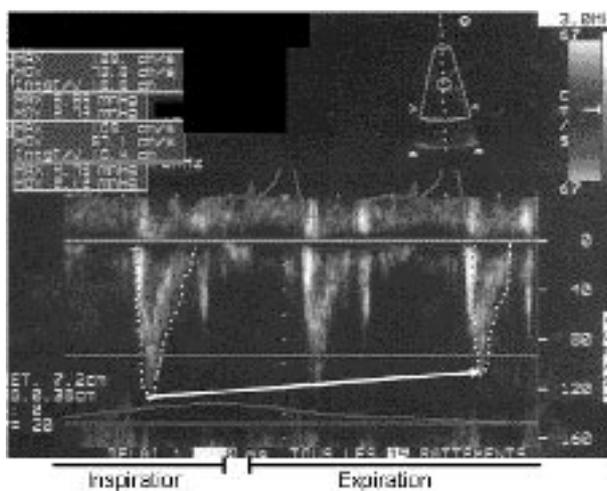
Doppler pulsé du flux artériel pulmonaire témoignant de l'augmentation inspiratoire et de la diminution expiratoire (flèche) du volume d'éjection ventriculaire droit.
